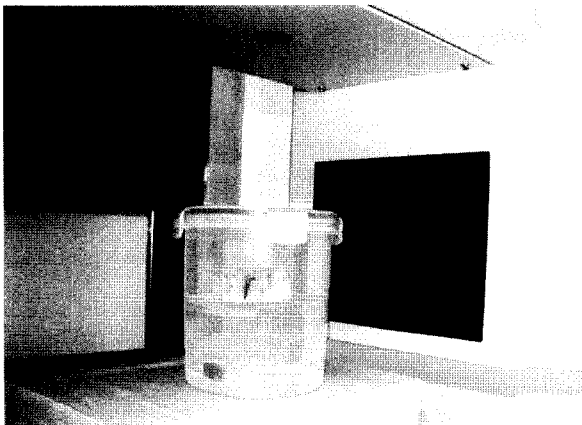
Resin block placed in individualized phantom and i-CAT cone beam CT unit.
